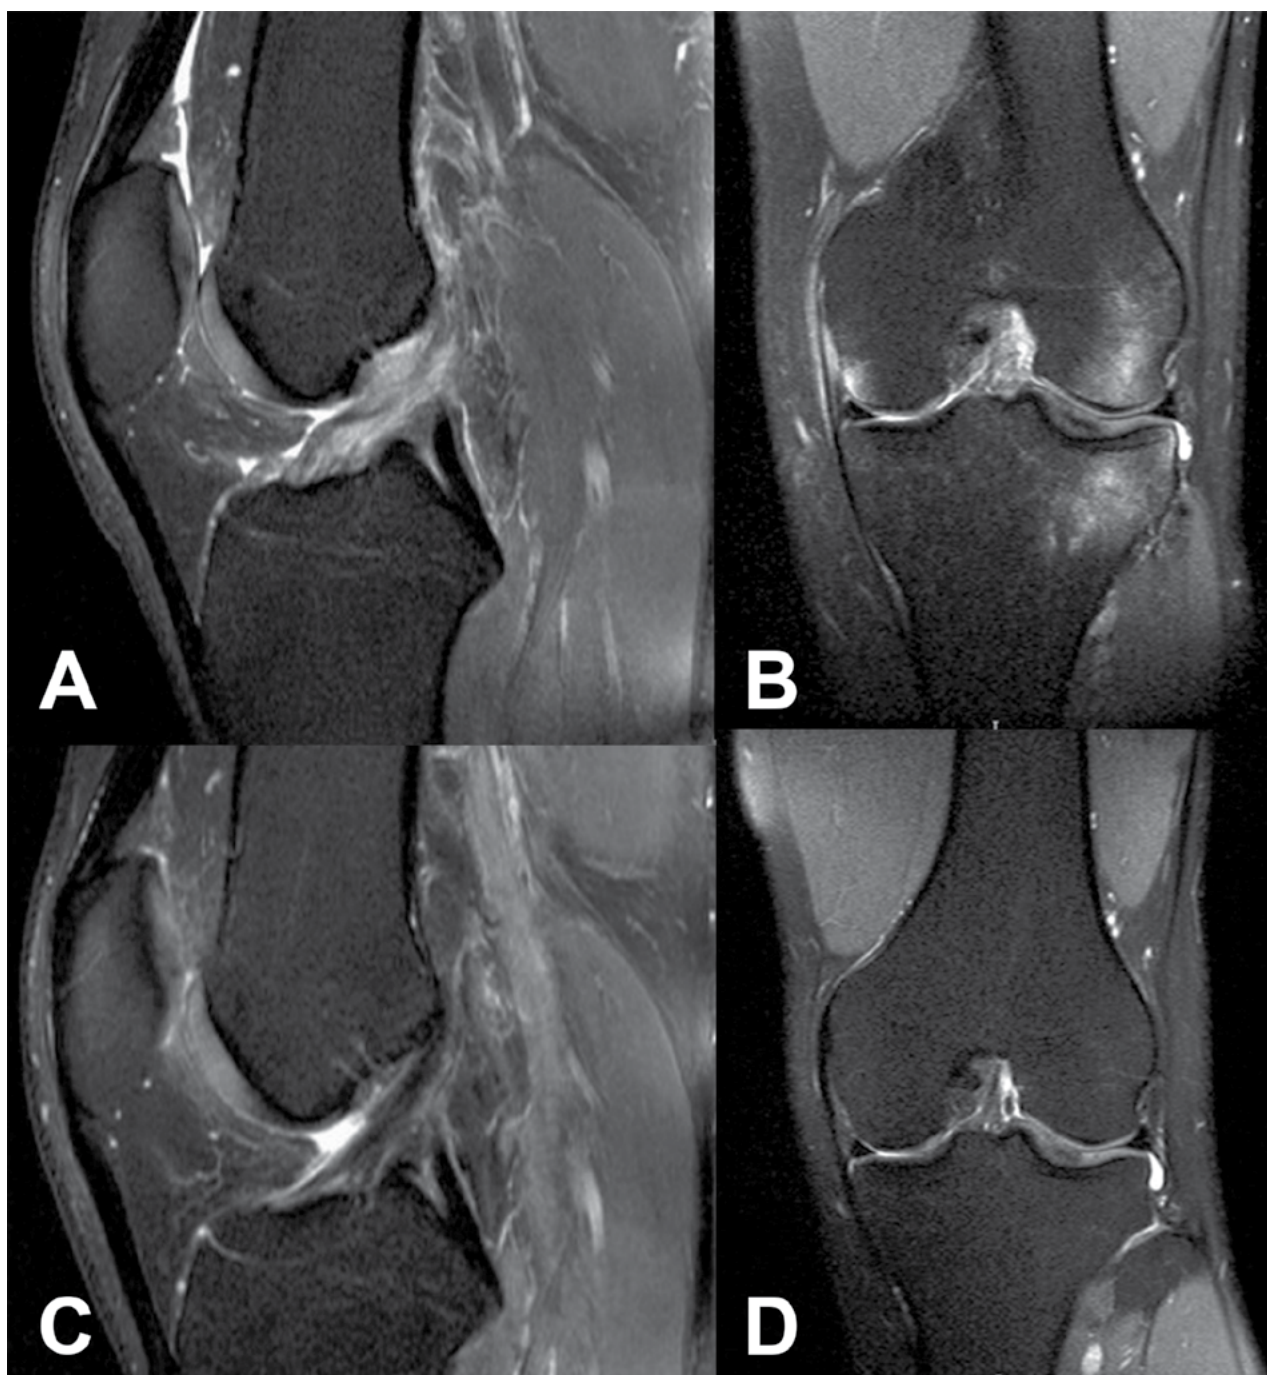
RMN ruptura aguda LCA (A-B), LCA cicatrizado (C-D).
